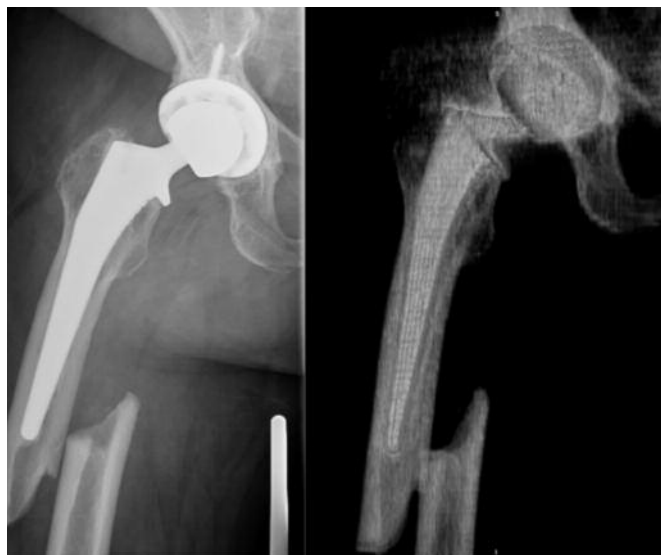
Fractura Vancouver B1 en radiología convencional (izquierda) y en la reconstrucción del TAC (derecha).
